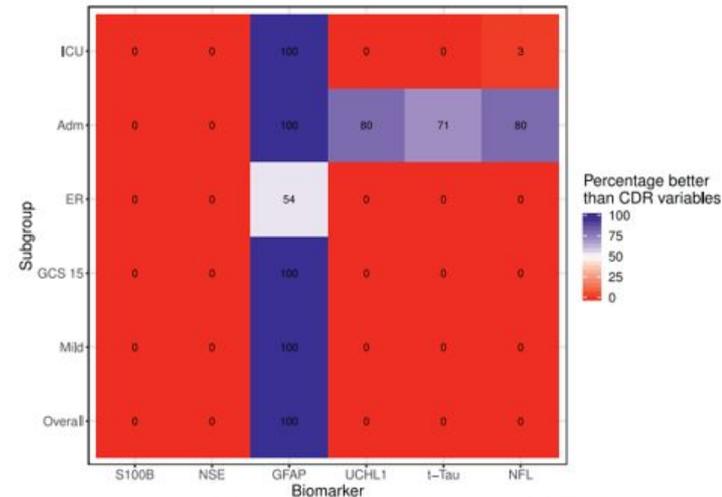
Heat map demonstrating the discriminative ability of single biomarkers in comparison to a regression model that includes clinical characteristics contained in CT decision rules. The heat map summarizes the percentage of bootstrap replicates in which the model with the biomarker outperforms (higher c-statistic) the model with CT decision rule variables. The lower number of positive replicates for GFAP in the ER stratum may be due to lower number of events in this stratum (86/636 CT positive).
